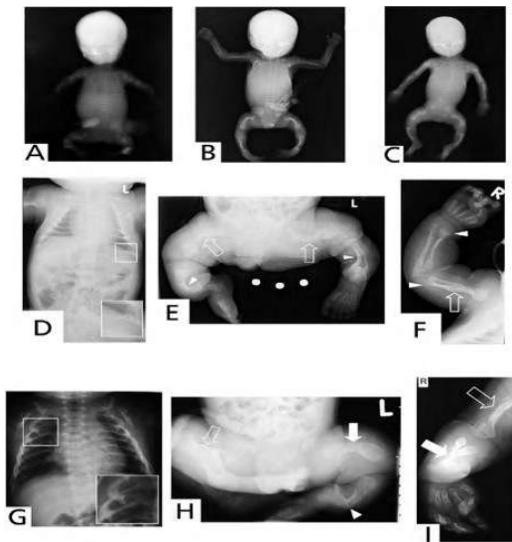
Radiographs of patients with Osteogenesis imperfecta (OI) due to collagen type I mutations [6].
